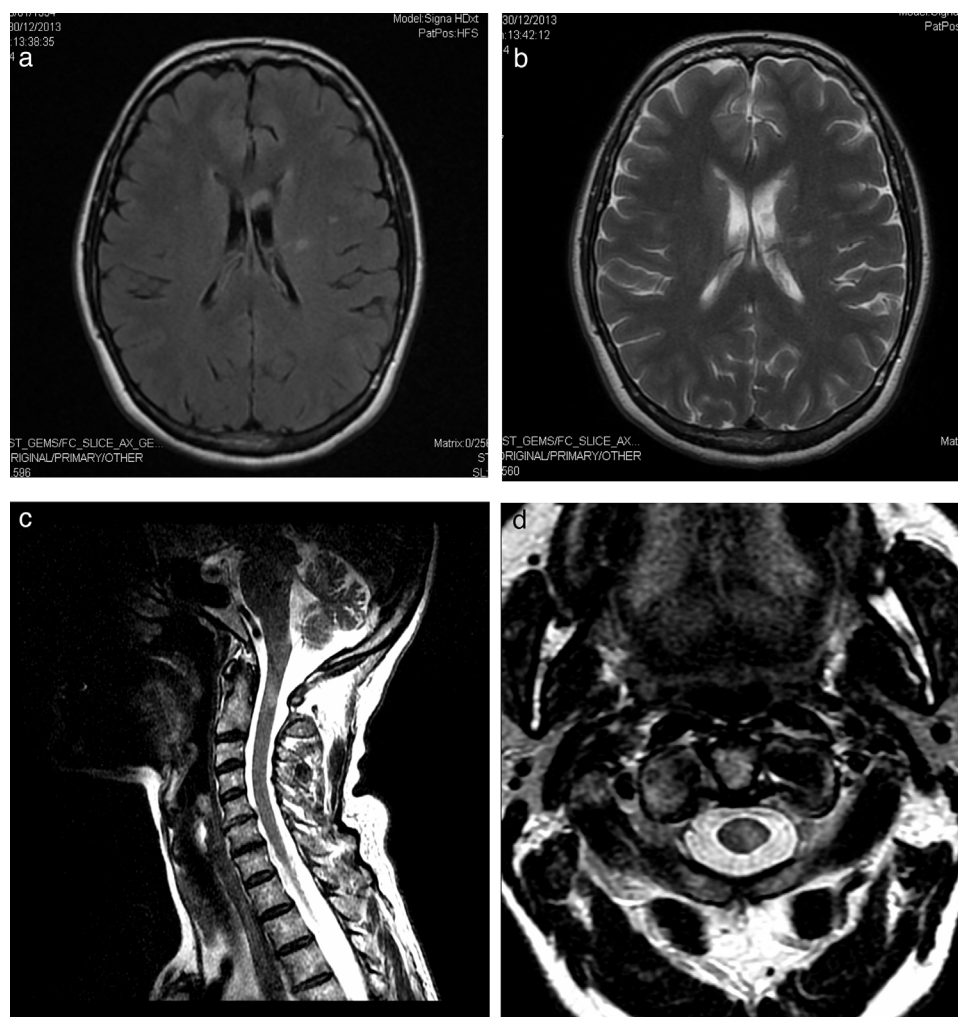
Hiperintensidad de señal en la sustancia blanca periventricular izquierda, con extensión hacia la corona radiada y centro semioval izquierdo, secuencias FLAIR (a) y T2 (b), probable área de malacia-gliosis. Lesión medular cervical, hipertensa en T2 a la altura del tercio medio de la apófisis odontoides de $5 \times 4 \times 1,3$ mm, corte sagital T2 (c) y axial (d).
